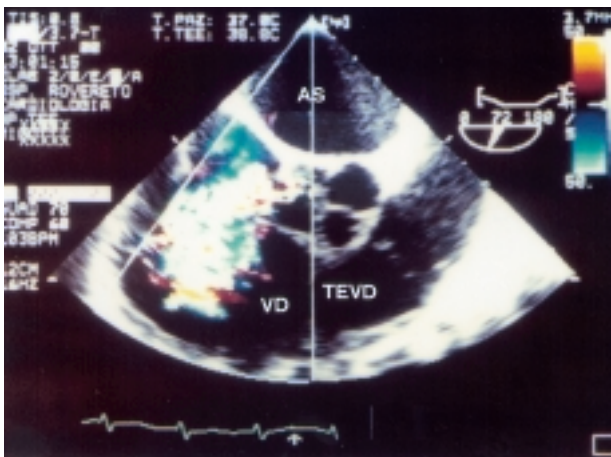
Ecocardiografia transesofagea multiplana (asse corto 72°). L'esame con color Doppler evidenzia un flusso turbolento a mosaico ad origine dall'aneurisma e diretto verso l'atrio destro, indicativo di rottura. Abbreviazioni come in figura 1.
